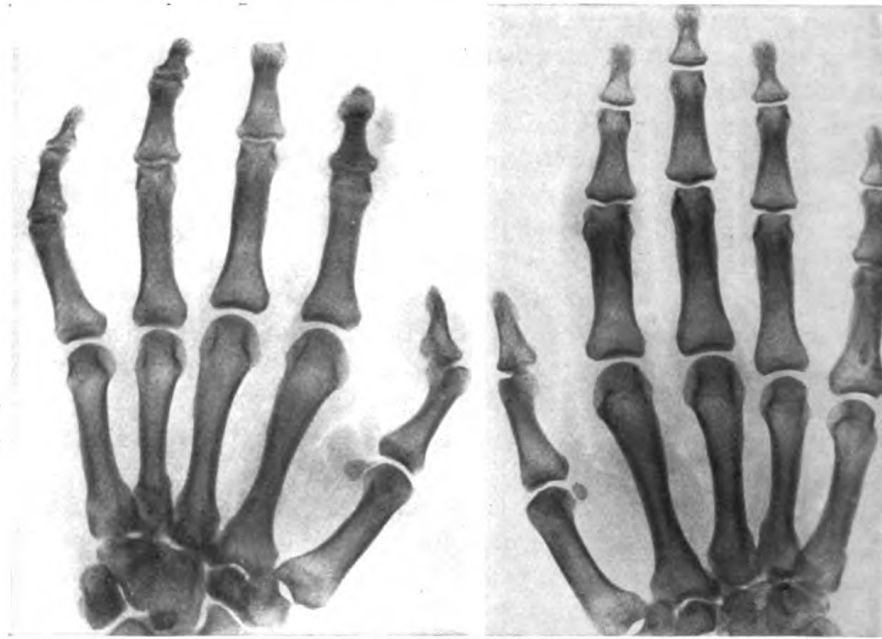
Röntgenaufnahme der Hände einer 82jährigen Dienstmagd mit Syringomyelie (Beobachtung der Med. Klinik Erlangen).
